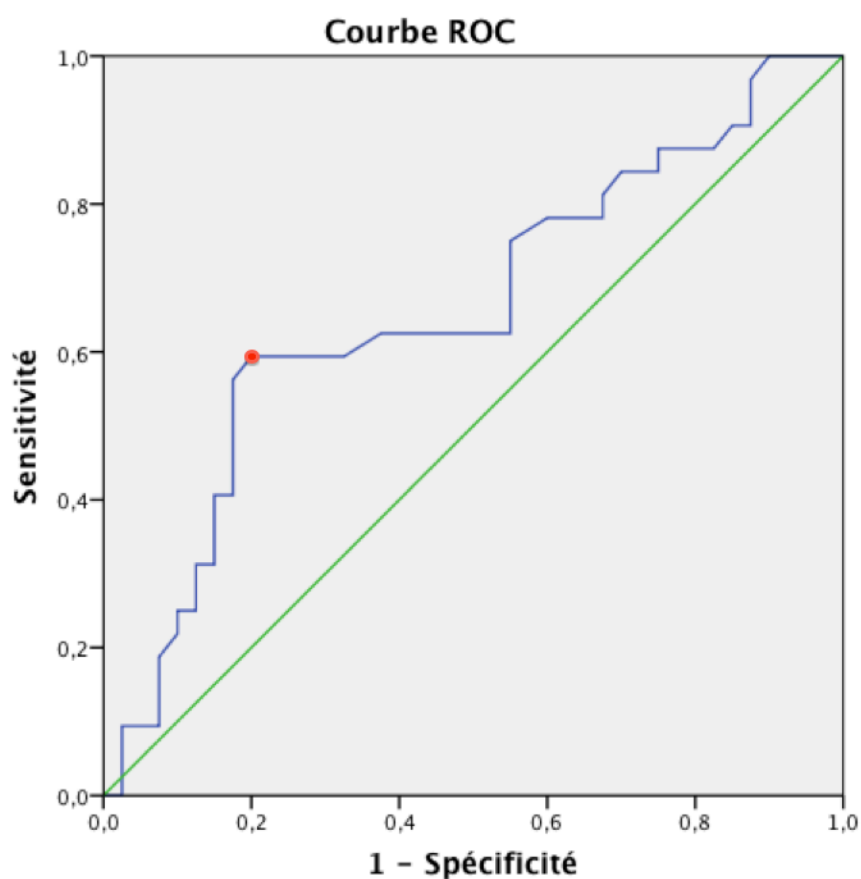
Courbe ROC indiquant la capacité d'un FLAIR positif à prédire le délai entre le début des symptômes et l'imagerie. La valeur seuil optimale était 158 min.
